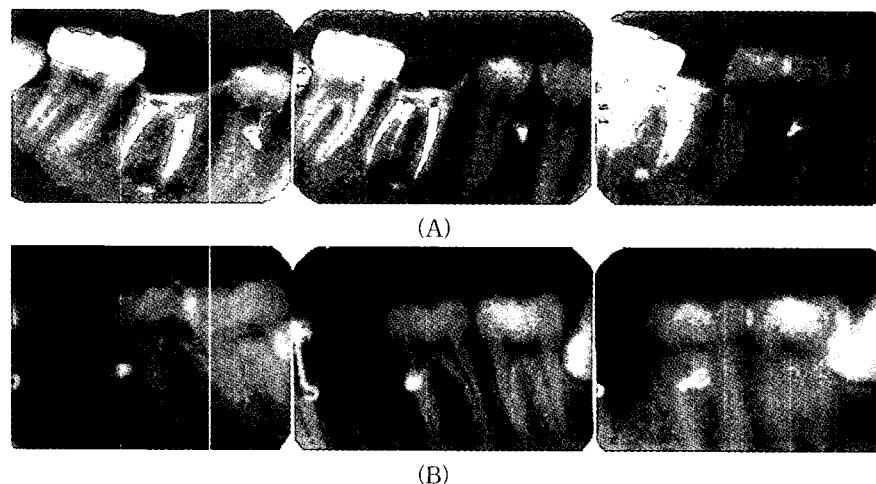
Three periapical radiographs need to confirm with the involvement in the root of the teeth
